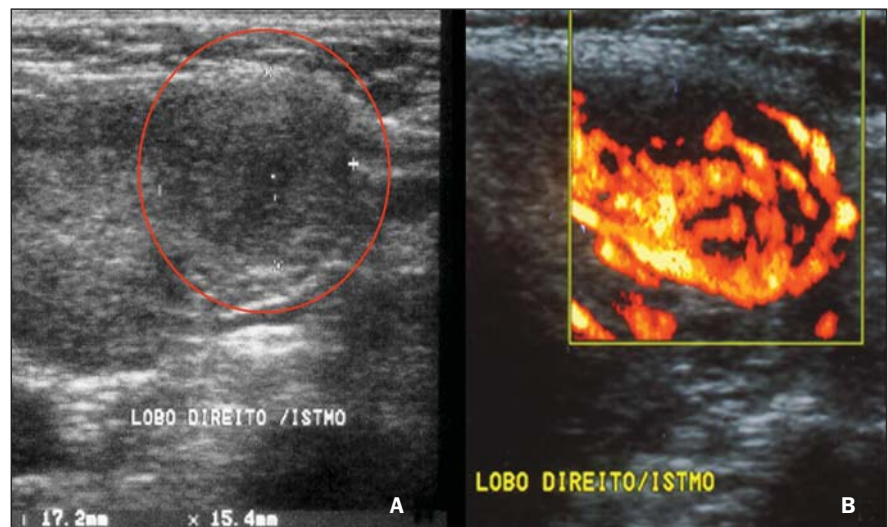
Tireoidite crônica auto-imune focal representada por nódulo hipocogênico, de limites parcialmente definidos (A) e hipervascularizado ao estudo com Doppler colorido de amplitude (B).
